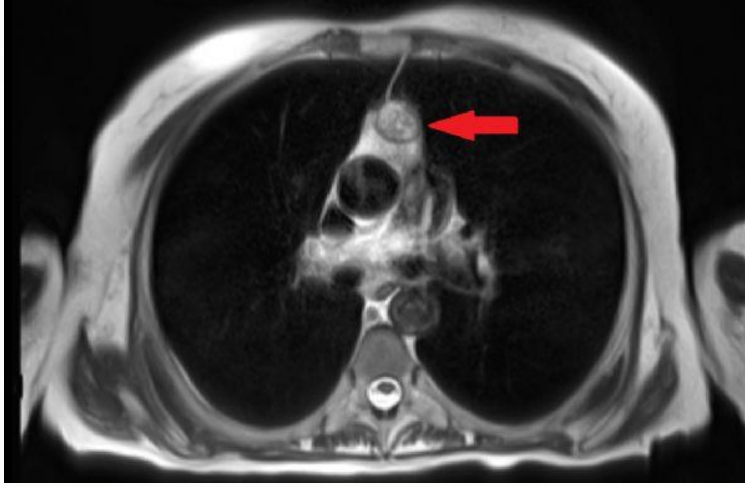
Toraks BT Transvers Kesit Görüntüsü
